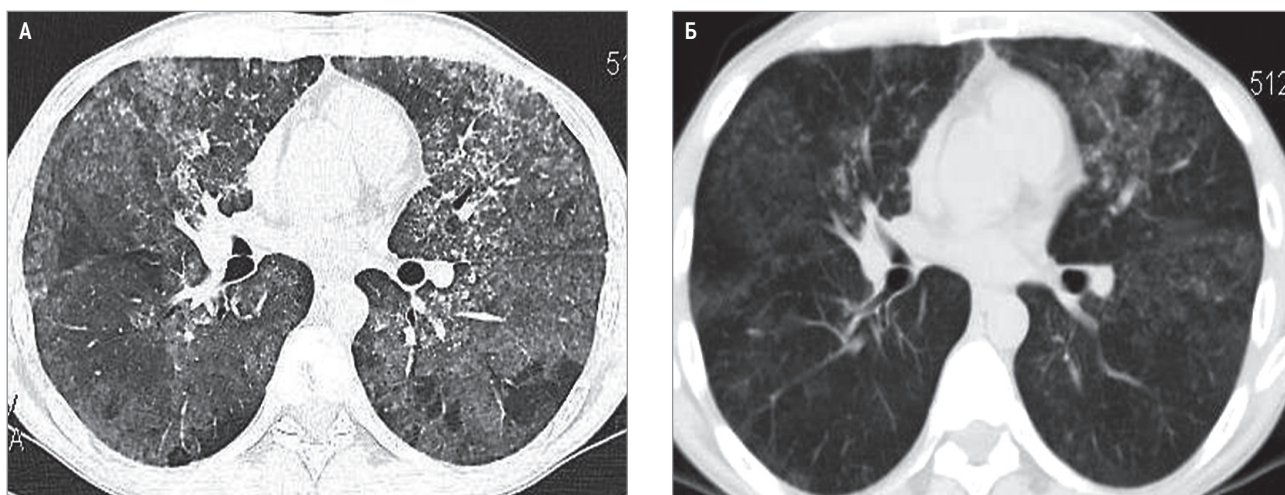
Динамика изменений при компьютерной томографии после выполнения лечебного лаважа у больного легочным альвеолярным протеинозом: А – до процедуры; Б – после процедуры
